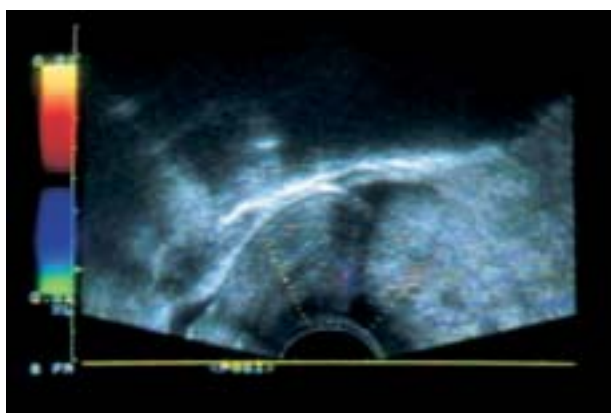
Ecografía transvaginal mostrando tumoración sólida, en parte heterogénea, por encima del fundus uterino.
